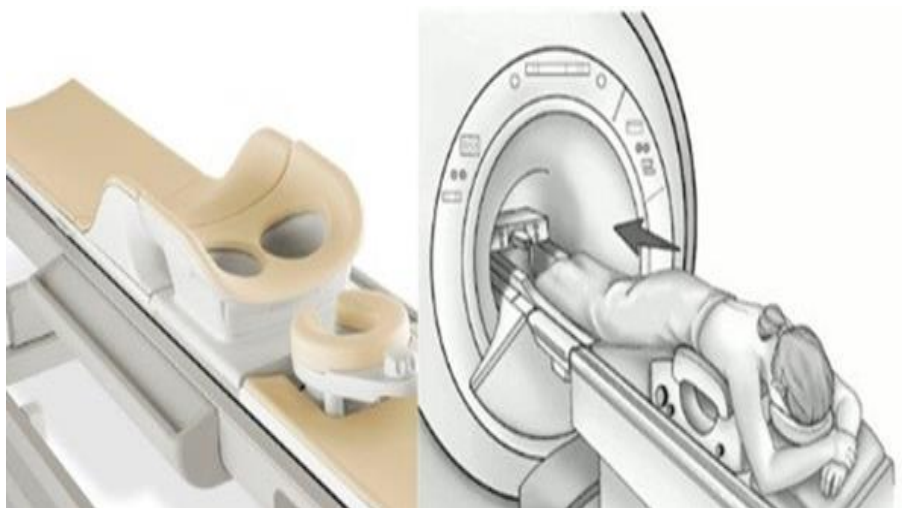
Метод проведення МРТ
